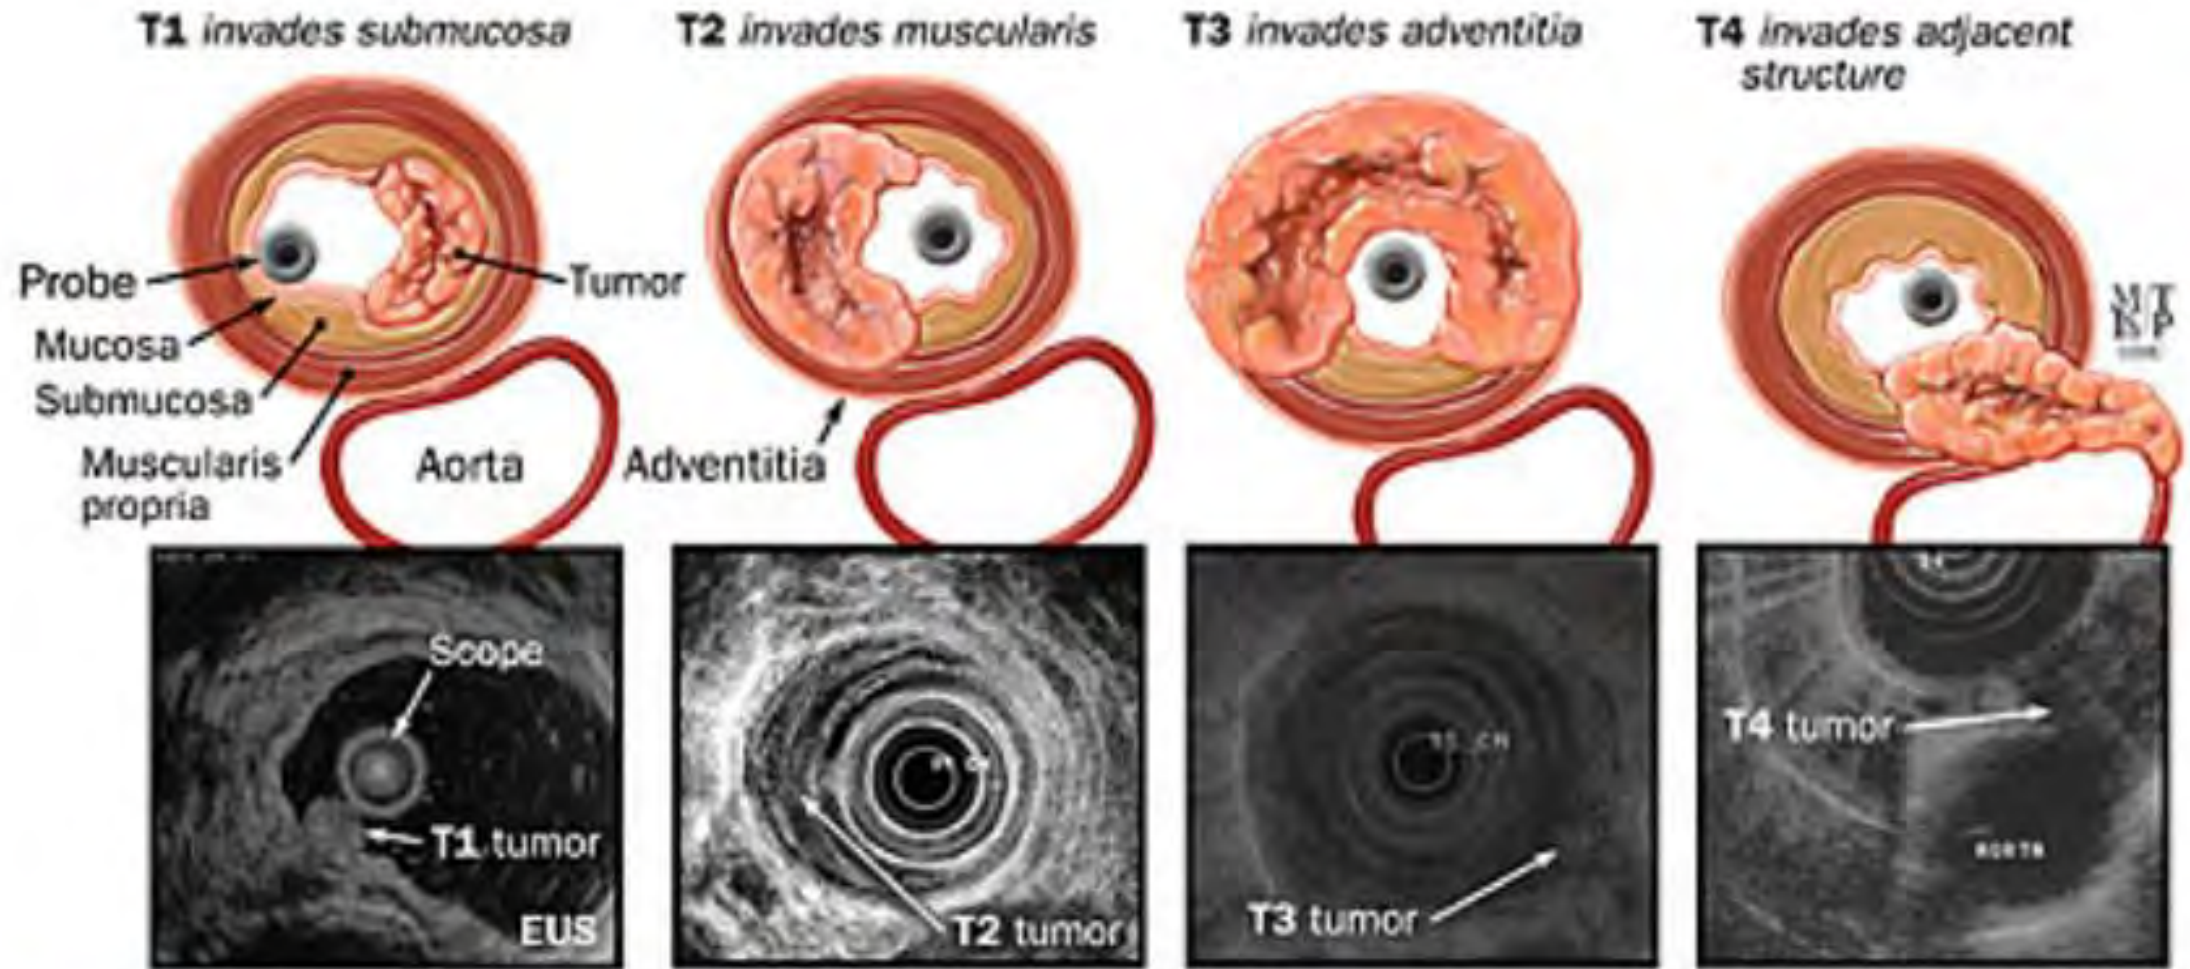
Esophageal carcinoma staging progression from T1 to T4 with corresponding endoscopic ultrasonography images.
